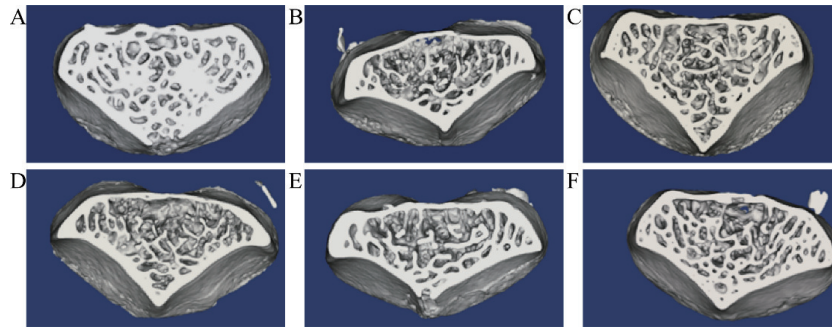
药物干预 8 周后家兔第四腰椎 Micro CT 三维重建图
